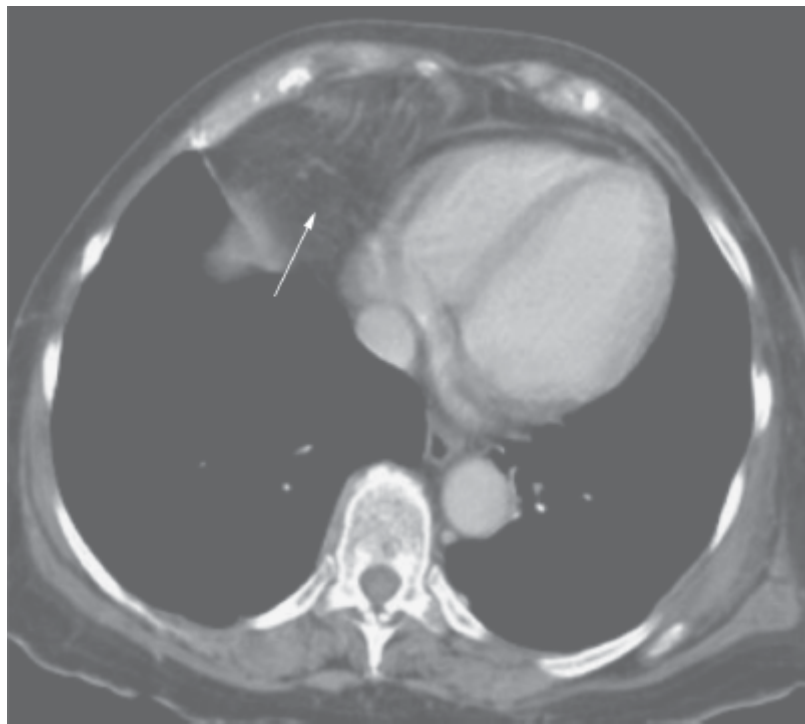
Hérnia de Morgagni. Tomografia do tórax em janela de mediastino, após a administração de contraste, observando-se insinuação de conteúdo adiposo intra-abdominal em situação paracardíaca à direita, caracterizando a hérnia de Morgagni (seta).
